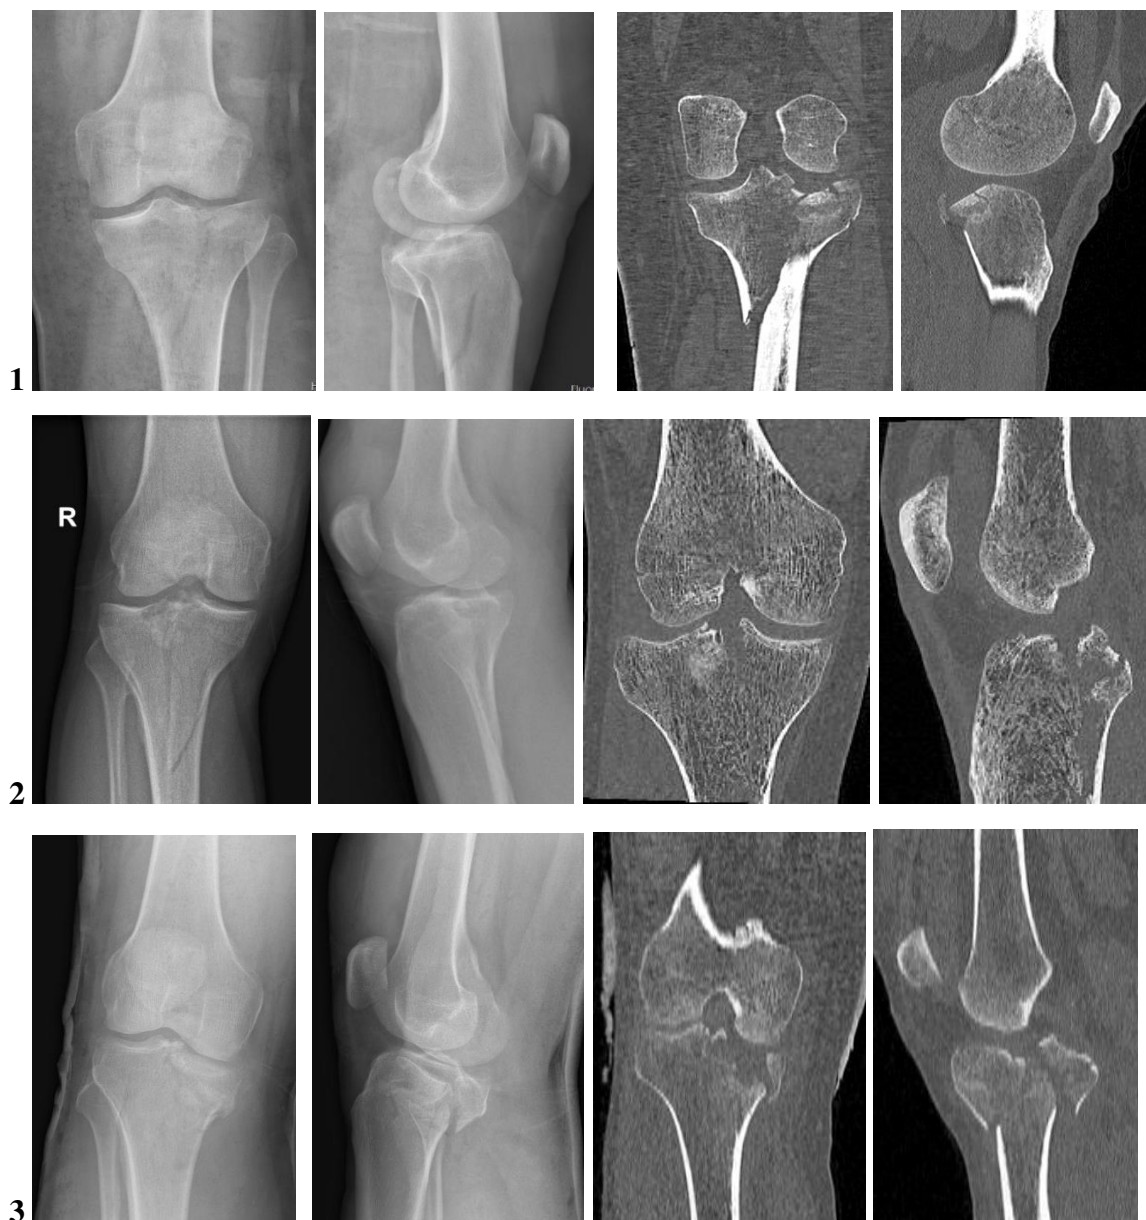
Рентгенограммы и МСКТ-граммы пациентов (представлено три клинических наблюдения) с переломами проксимального отдела большеберцовой кости по типу J. Schatzker IV
